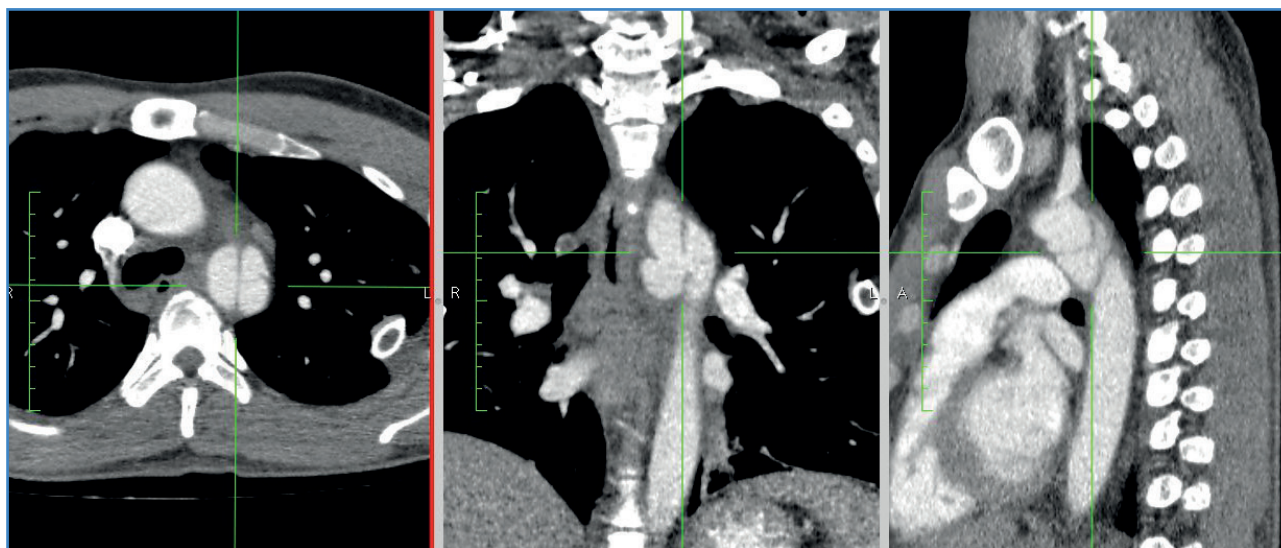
Imágenes de la angiotomografía en cortes axial (izquierda), coronal (central) y sagital (derecha). La lesión, centrada, se inicia en la zona 1 y finaliza en la zona 4 de Ishimaru.
